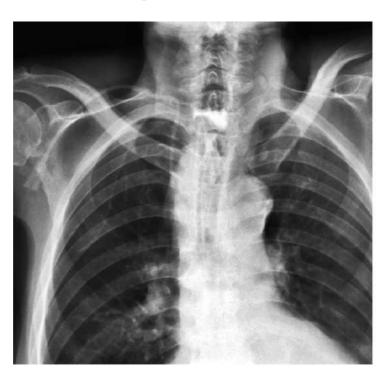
Контрольная рентгенография с водорастворимым контрастом
